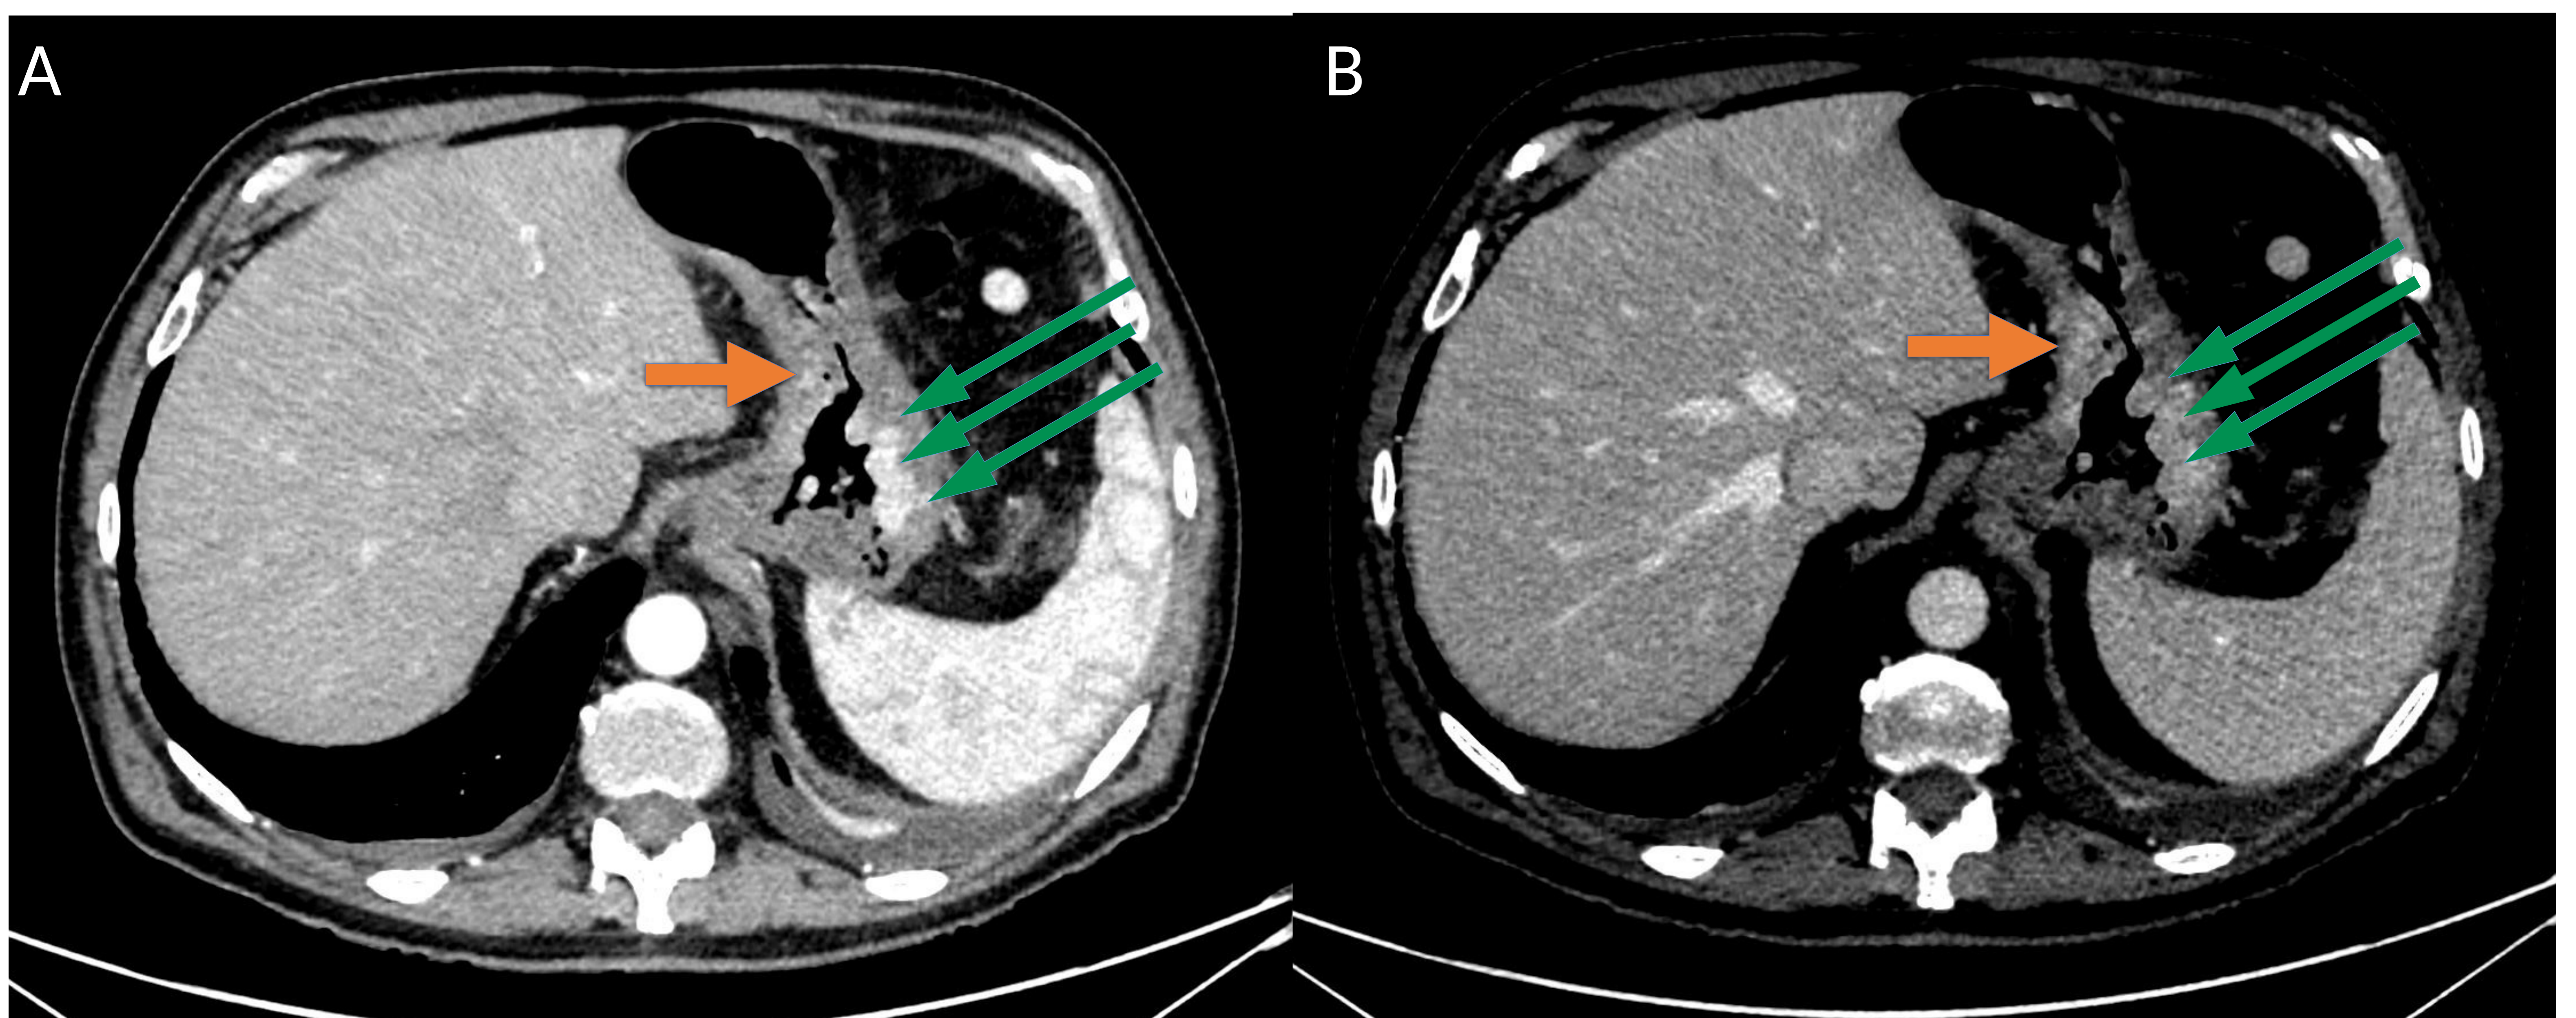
TC en fases arterial (A) y portal (B) de un paciente en estudio dinámico de páncreas tras episodio de pancreatitis aguda. Se aprecian múltiples engrosamientos de aspecto nodular con hiperrealce arterial y menor realce en fase portal asociado en pared gástrica. Se localizan en curvatura menor (flecha naranja), de unos 14 mm de diámetro máximo AP, y en curvatura mayor (flechas verdes), donde se observan los de mayor tamaño. No se visualizan adenopatías de tamaño significativo ni líquido libre peritoneal en cuantía significativa.
